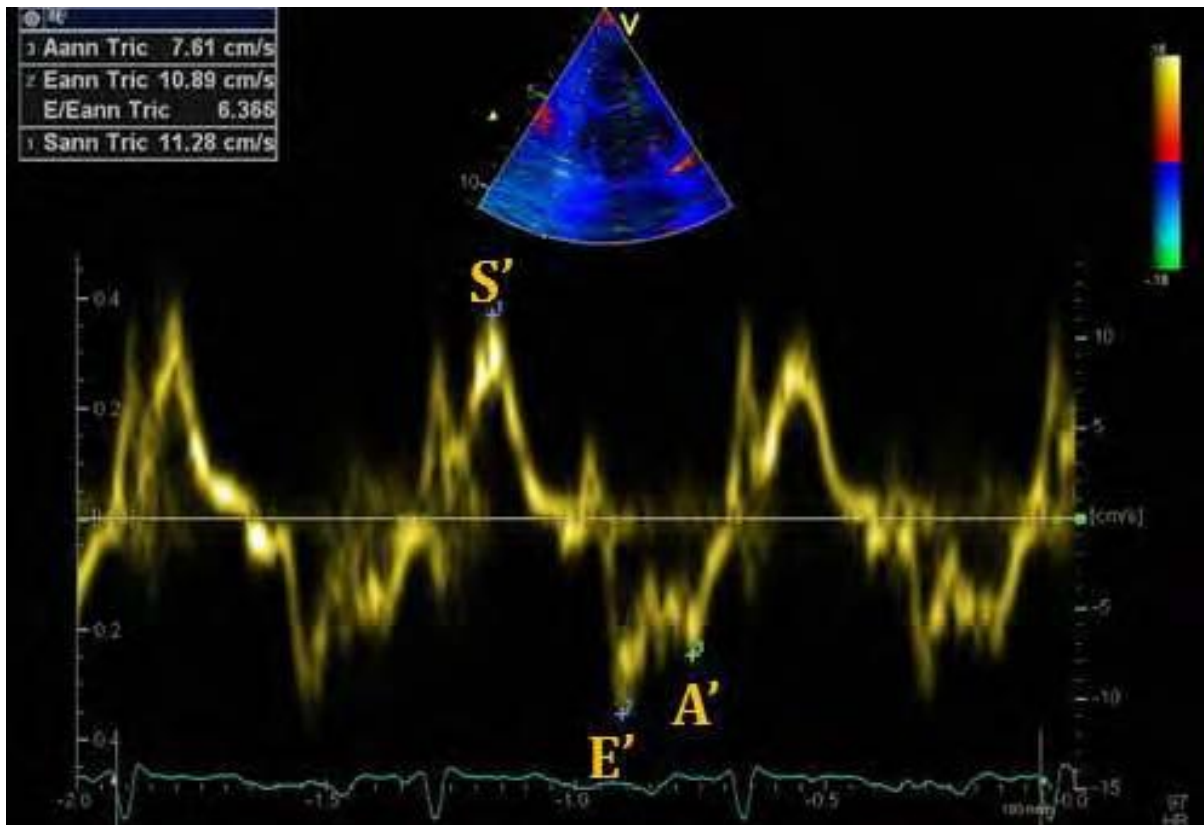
Image échographique d'un doppler tissulaire myocardique
